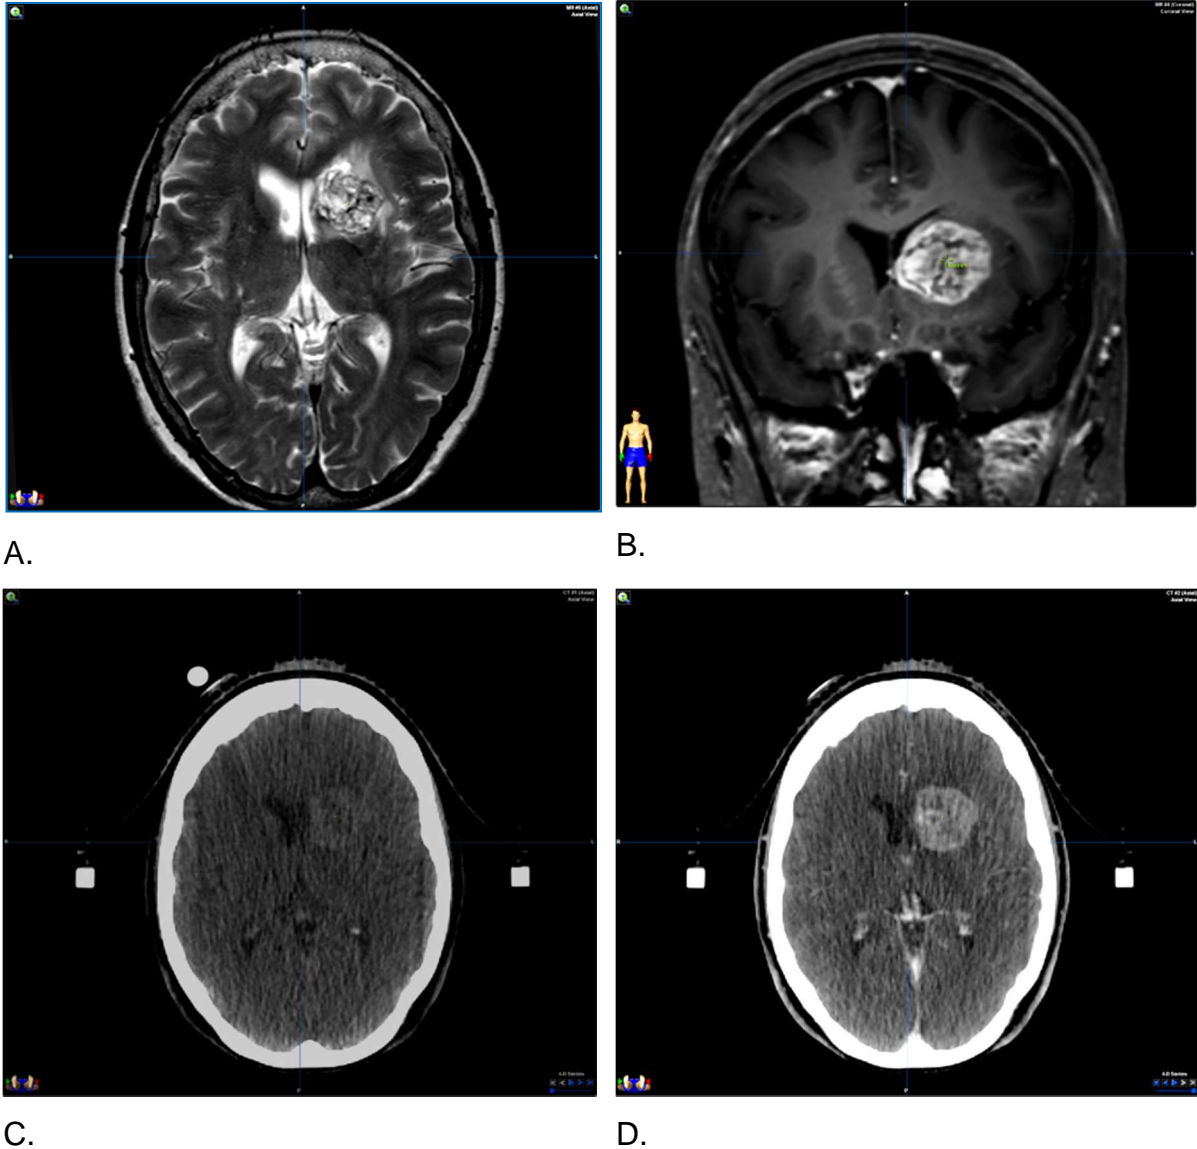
Radio-anatomie de la lésion tumorale secondaire étudiée : A. Séquence IRM diagnostic T2 coupe axiale, B. Séquence IRM diagnostic T1 après injection de gadolinium coupe coronale, C. TDM dosimétrique de centrage avec contention stéréotaxique et billes de repositionnement EXACTRAC®, D. TDM dosimétrique de centrage avec contention stéréotaxique après injection de produit de contraste iodé (IOMERON 400®) à la phase de plateau.
